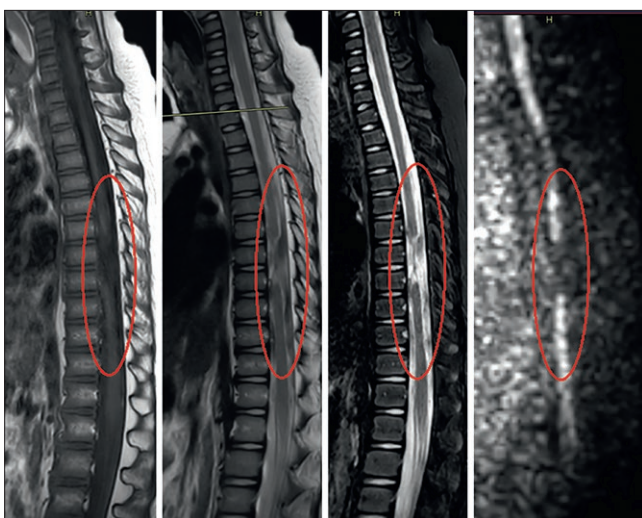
МР изображения спинного мозга пациента Я. с повреждением на уровне Th6 – Th8. Слева направо: T1-взвешенные, T2-взвешенные изображения с подавлением жирового сигнала, диффузионно-тензорная томография
